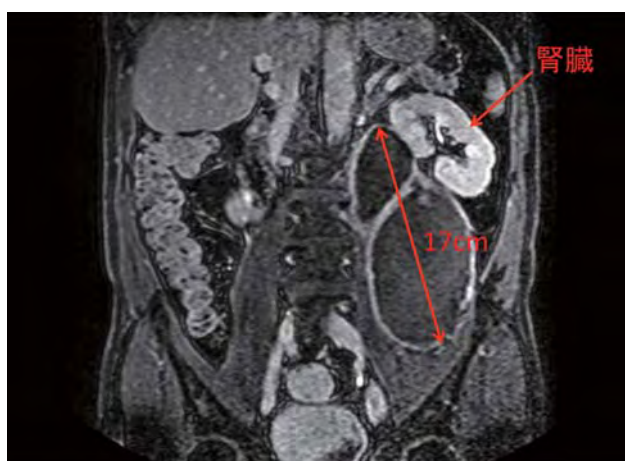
兵庫県立粒子線医療センターに紹介された頃のMRI冠状断像
